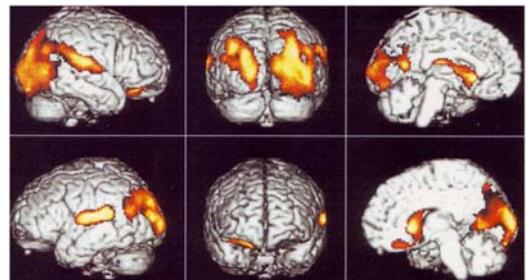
収集癖、性的な逸脱行為を初期に呈したFTLDの脳血流SPECT ( $^{99m}\text{Tc-ECD}$ )のSPM99による解析
